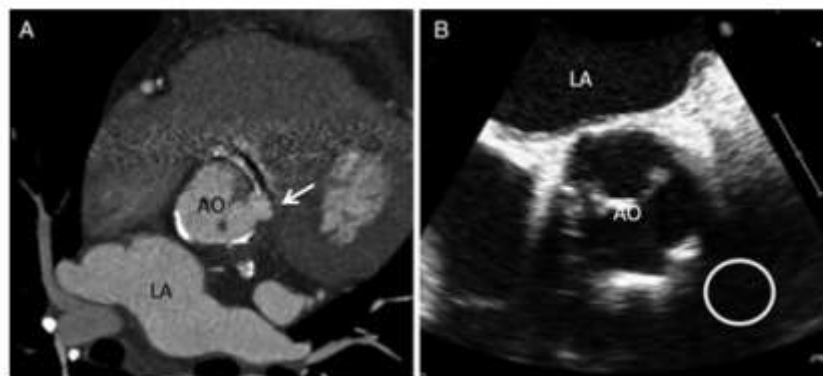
(A) TDM cardiaque : pseudo-anévrisme au voisinage de la commissure entre les cuspides coronaires droite et gauche (flèche). (B) ETO : ombre acoustique liée à la valve prothétique (cercle) empêchant la visualisation du pseudo-anévrisme (88).
